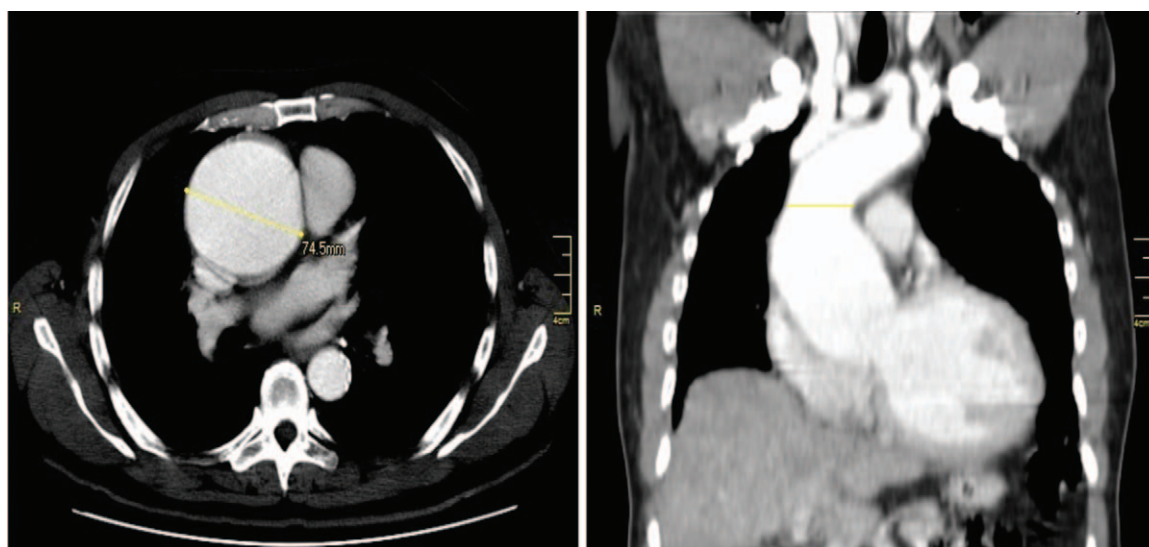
A. Angio TAC de tórax: Dilatación aneurismática de la aorta torácica ascendente en una longitud de 74.5 mm. B. Unión sinotubular con diámetro transversal de 65 mm y anteroposterior de 58 mm. Fuente: Autores.
